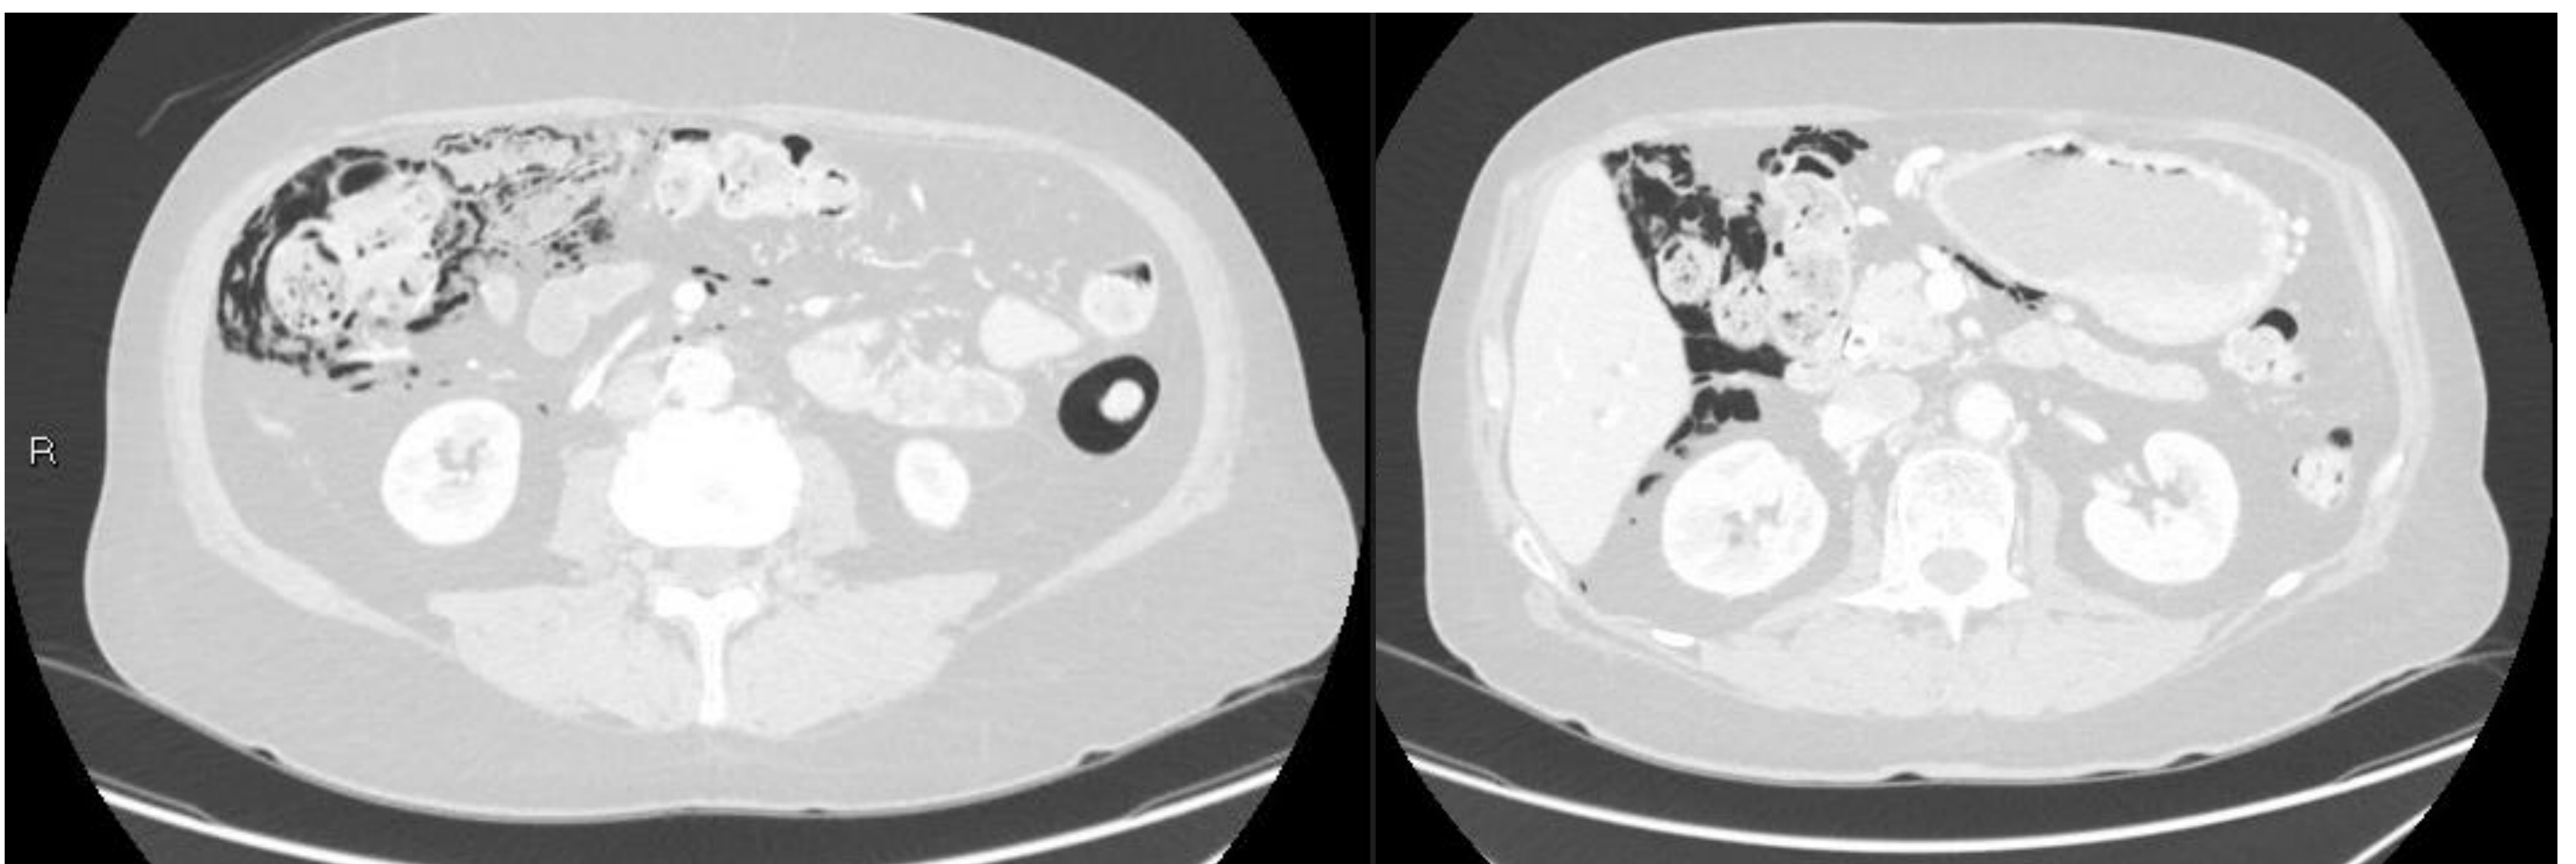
TC abdominal con ventana de pulmón, observándose gas en espacio peritoneal.
